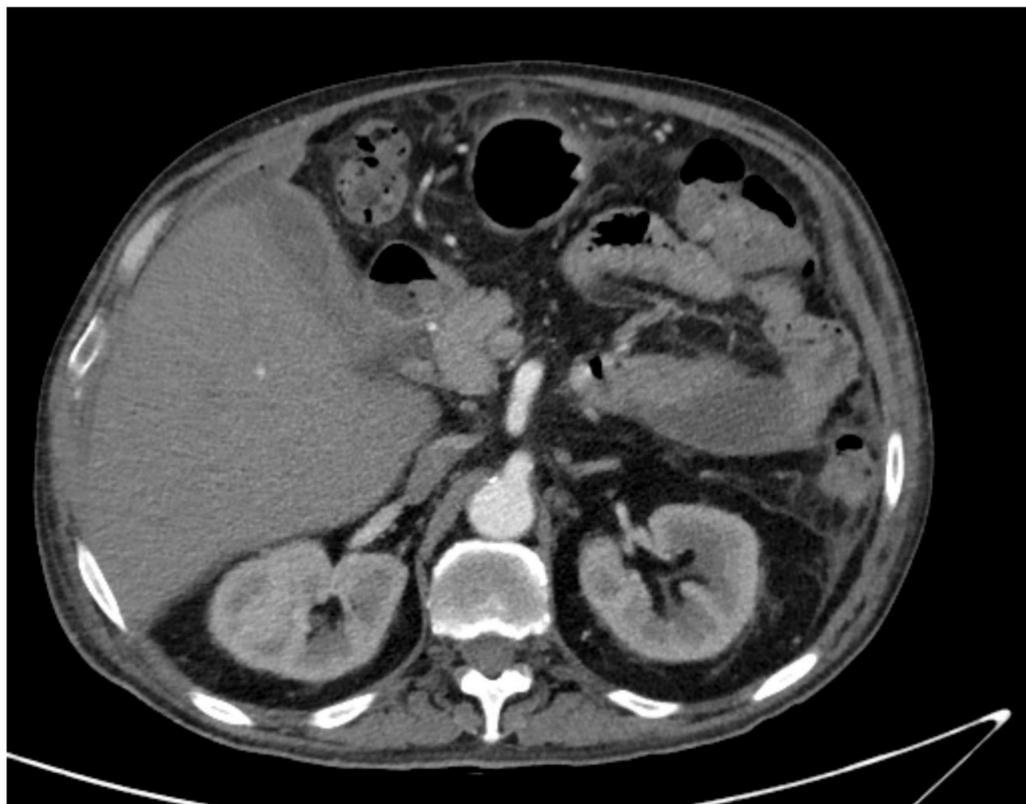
TAC fase arterial
